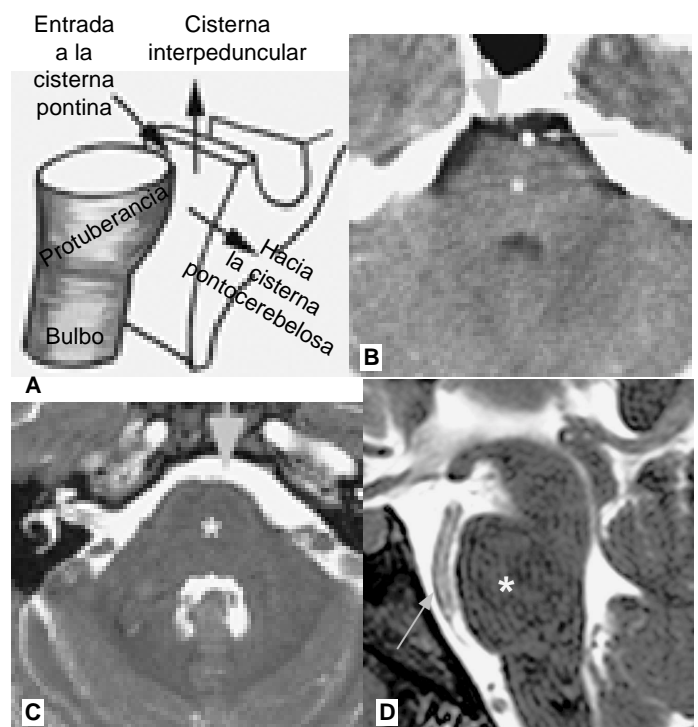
A) Relaciones de la cisterna pontina. B) Imagen de TC con contraste. C y D) Imágenes de RM, axial y sagital. En B, C y D, * puente; flecha grande, cisterna pontina; flecha larga, arteria basilar.
